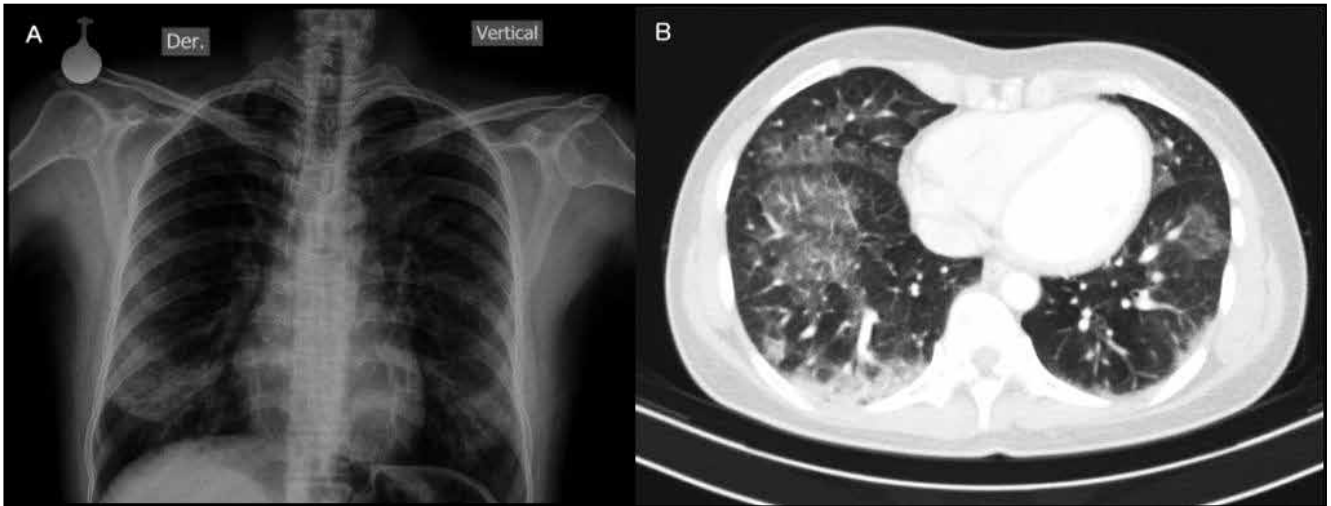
Radiografía PA de tórax y TAC-alta resolución de tórax. Se observan opacidades en vidrio deslustrado en ambos lóbulos inferiores en correlación con las radiopacidades bilaterales.
